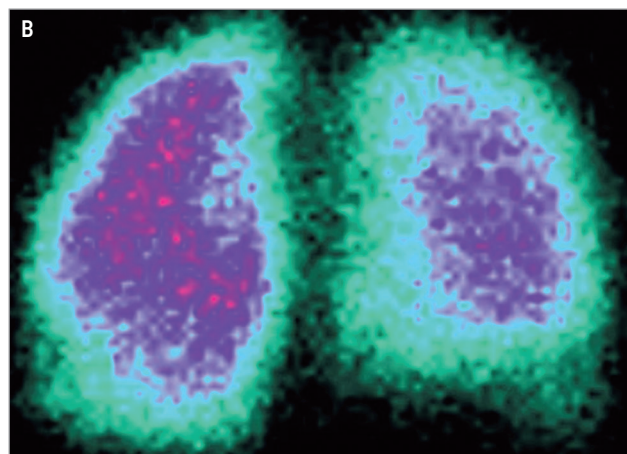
Диффузная форма лимфангиолейомиоматоза у пациентки 42 лет из 1-й группы: А – единичные воздухосодержащие кисты в ядерных отделах легочных полей с обеих сторон на компьютерной томографии; Б – участок плевропневмофиброза в субплевральных отделах нижней доли правого легкого; В – аперфузия в области плевропневмофиброза на однофотонной эмиссионной компьютерной томографии
